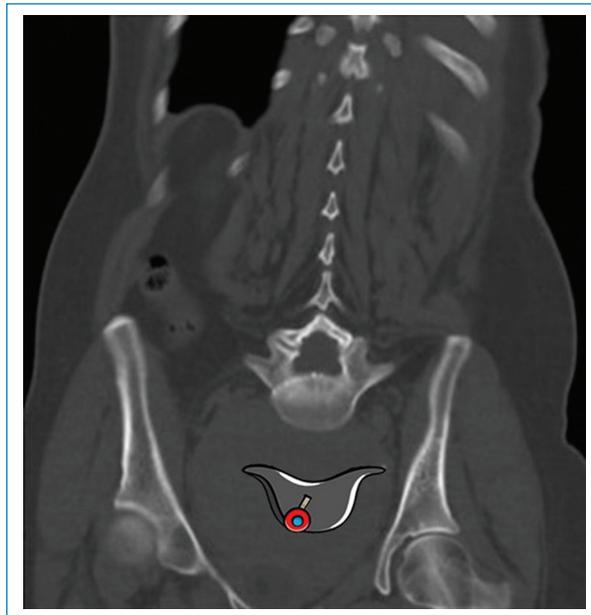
TC en reconstrucción coronal del mismo paciente, en la que se observan el desplazamiento del cuerpo vertebral de L5 y su similitud con el sombrero de Napoleón.
